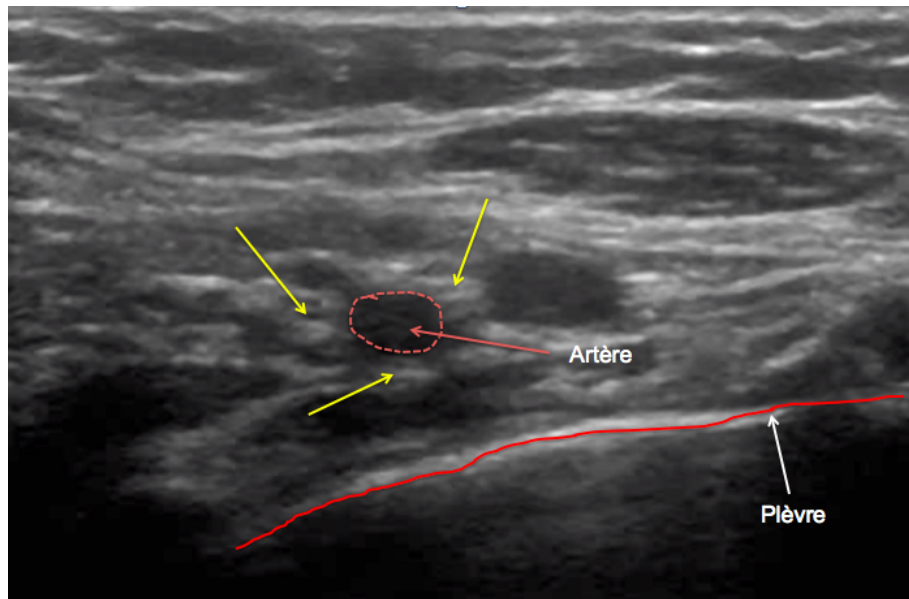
Bloc infra-claviculaire, repères échographiques.
